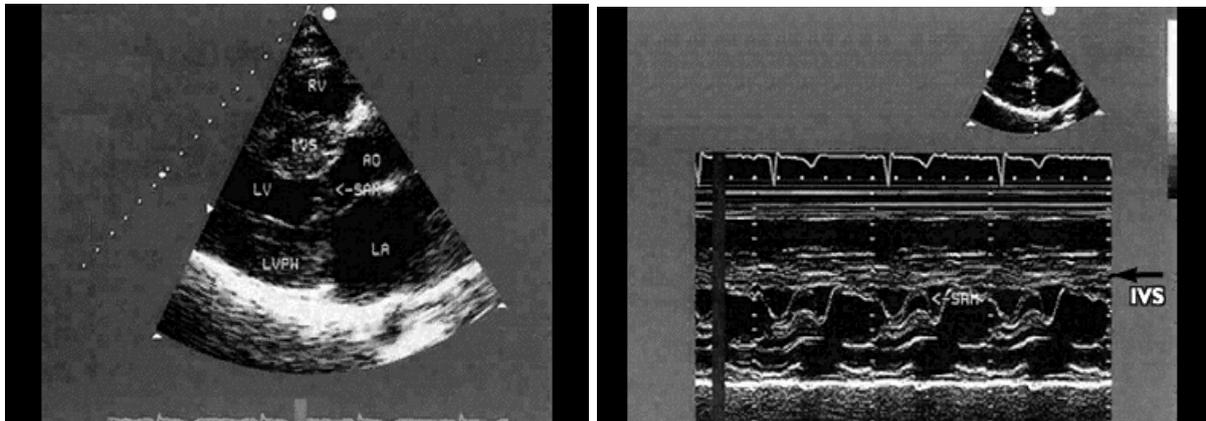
Echocardiographie en cardiomyopathie hypertrophique obstructive
